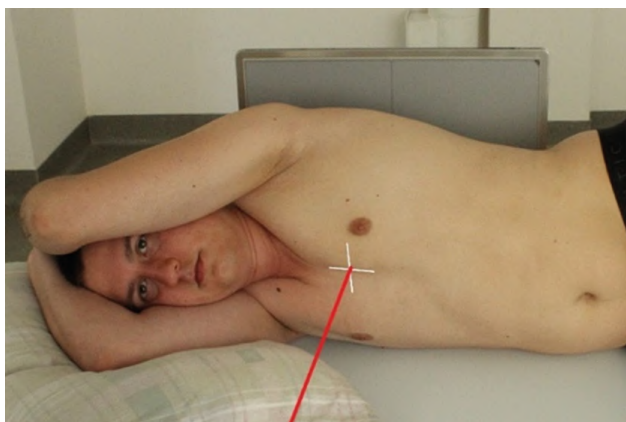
Рентгенография легких. Задняя проекция на боку (латерография)
